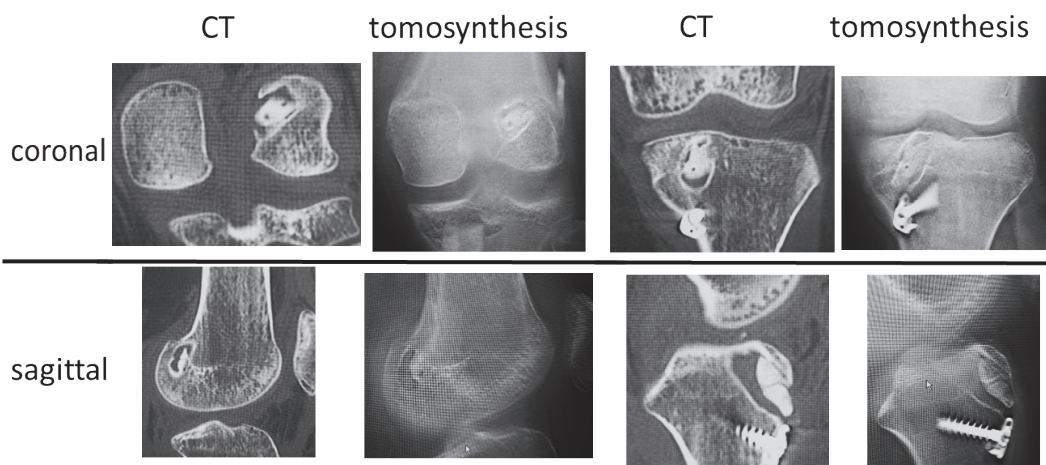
CT与TS的比较(股骨和胫骨的额状面和矢状面)
